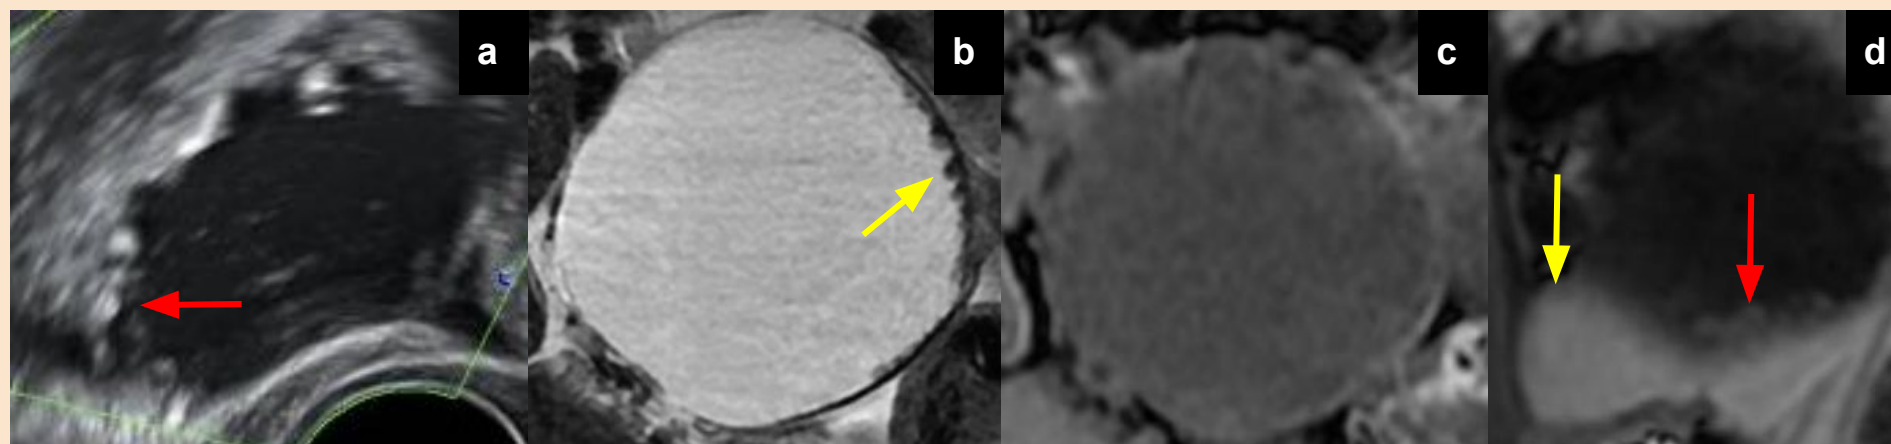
Paciente premenopáusica. a) En ecografía se observó en el ovario derecho un quiste unilocular de 7 cm con múltiples proyecciones papilares de la pared interna (flechas rojas) con score color=1 (O-RADS ECO 5). b y c) T2 y T1 Fat-Sat axiales: lesión quística unilocular con contenido aparentemente seroso y múltiples proyecciones papilares de la pared interna (flechas rojas). d) T1 Fat-Sat con contraste sagital: las proyecciones papilares (flecha roja) realzan con contraste de manera igual o algo menor que el miometrio (flecha amarilla) (O-RADS RM 4). Paciente a la espera de cirugía.
